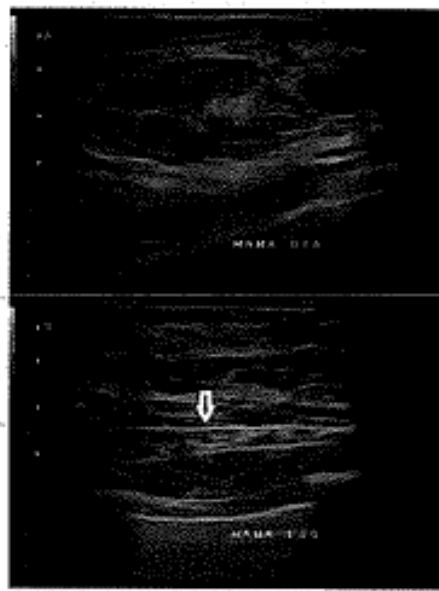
Breast Ultrasound performed in the patient with the Poland's Syndrome. A. Ultrasound of the right breast. B. Ultrasound of the left breast. A – the pectoralis major muscle is not visualized (muscle aplasia) but it is visualized in B (arrow). The glandular pattern is similar in both breasts.
